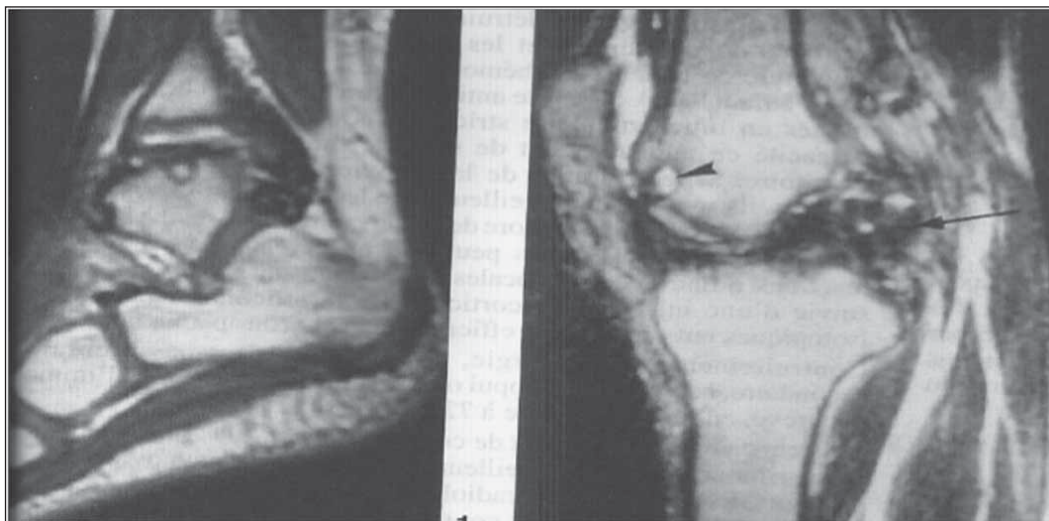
Imágenes de RMN donde se aprecian, las geodas subcondrales, hipertrofia sinovial y lesión del cartílago articular.
